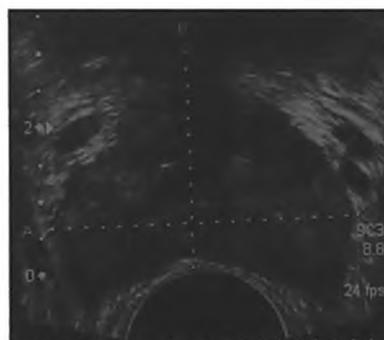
Ультрасонограмма больного после проведенной двухэтапной терапии (ТУР простаты после комбинированной терапии финастеридом и доксазозином). ТРУЗИ.
